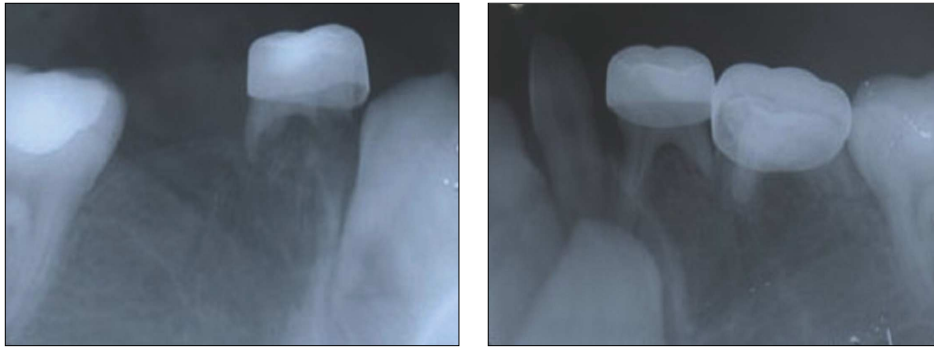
Periapical radiographs. Bilateral lower first, second premolars are absent.
